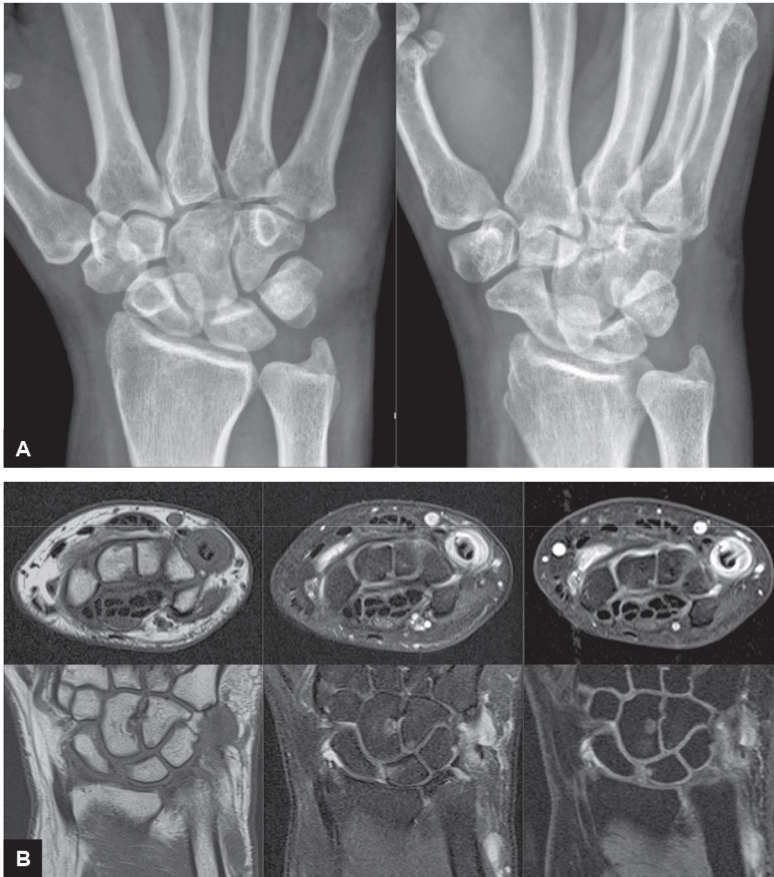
Paciente com AR e artrite clinicamente evidente de punho esquerdo. A: as radiografias demonstram apenas aumento de partes moles no bordo ulnar do punho, sem outros achados. B: cortes axiais (*fileira superior*) e coronais (*fileira inferior*) ponderados em T1 (*esquerda*), T2 fat sat (*centro*) e T1 fat sat pós-contraste (*direita*) evidenciam extensa sinovite hipercaptante, focos de edema ósseo medular (EOM) no capitato, no hamato e no semilunar e microerosão hipercaptante na superfície articular do semilunar para o escafoide, mais evidente na imagem coronal 3D de alta resolução pós-contraste; nota-se, ainda, tendinopatia/tenosinovite do extensor ulnar do carpo, mais claramente demonstrada no plano axial, com sinóvia espessada hipercaptante distendendo a bainha tendínea e ruptura longitudinal incompleta do tendão espessado.
